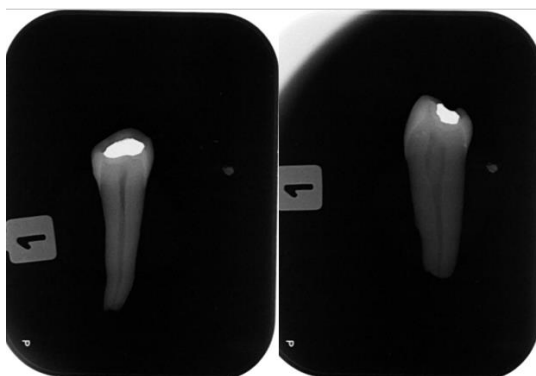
Radiografia periapical dos pré-molares inferiores no sentido méso-vestibular e vestibulo-lingual.
